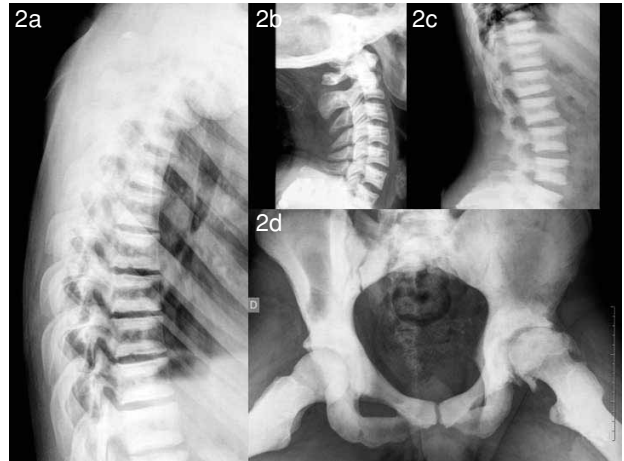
a) Imagen sagital DP FSE de rodilla en un plano más medial. b) Imagen sagital DP FS FSE a ese nivel. c) Radiografía simple de columna cervical, dorsal y lumbar. d) Radiografía simple de pelvis.
